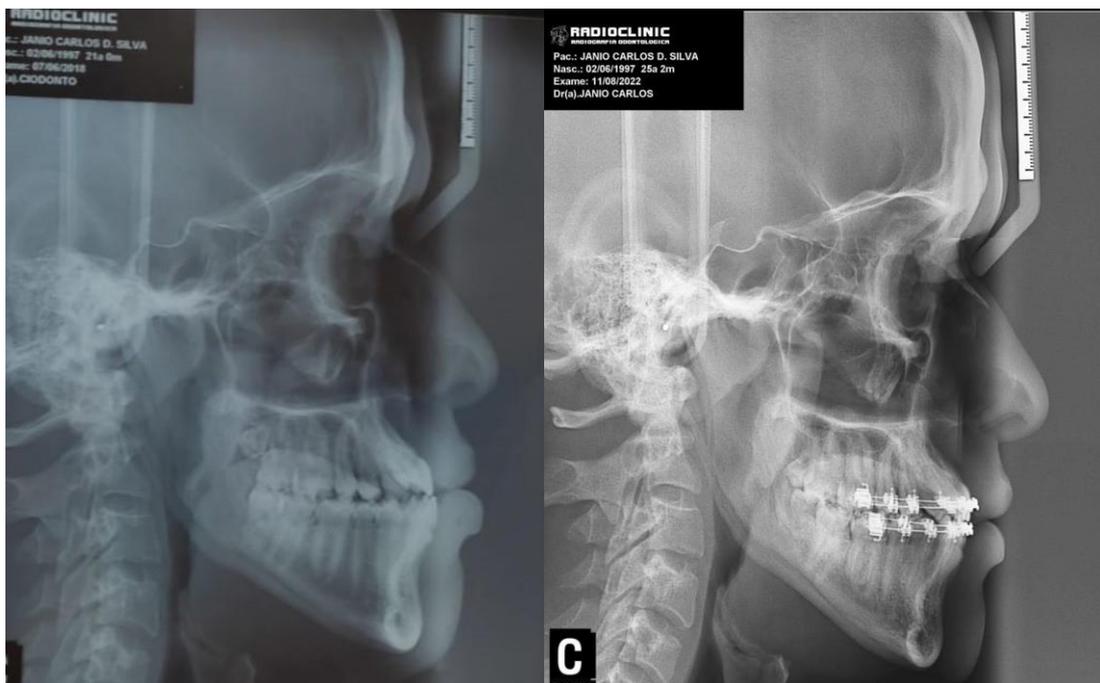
Radiografia de norma lateral inicial (à esquerda) e no vigésimo terceiro mês de tratamento (à direita). Fonte: o autor (2022).
